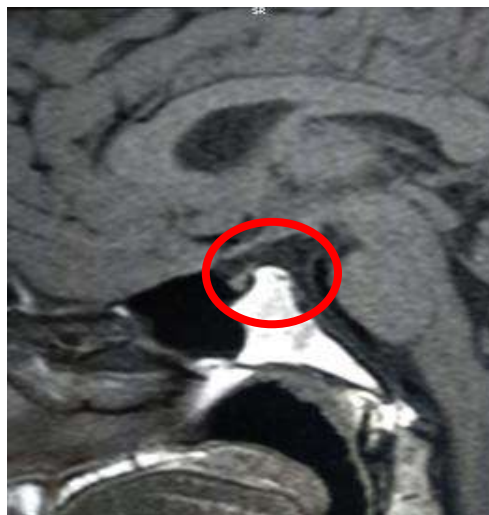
Resonancia Magnética nuclear de hipófisis
